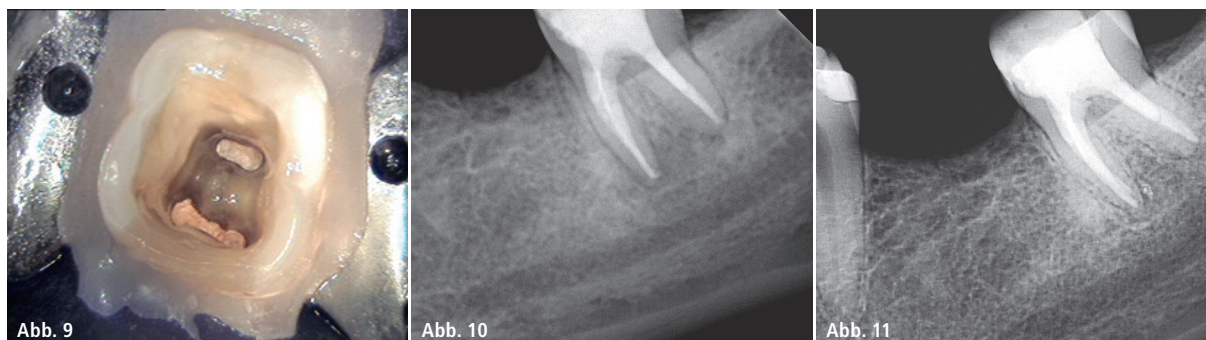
Wurzelfüllung. – Abb. 10: Adhäsiver Verschluss Zahn 37. – Abb. 11: Röntgenkontrolle postoperativ 1,5 Jahre.
